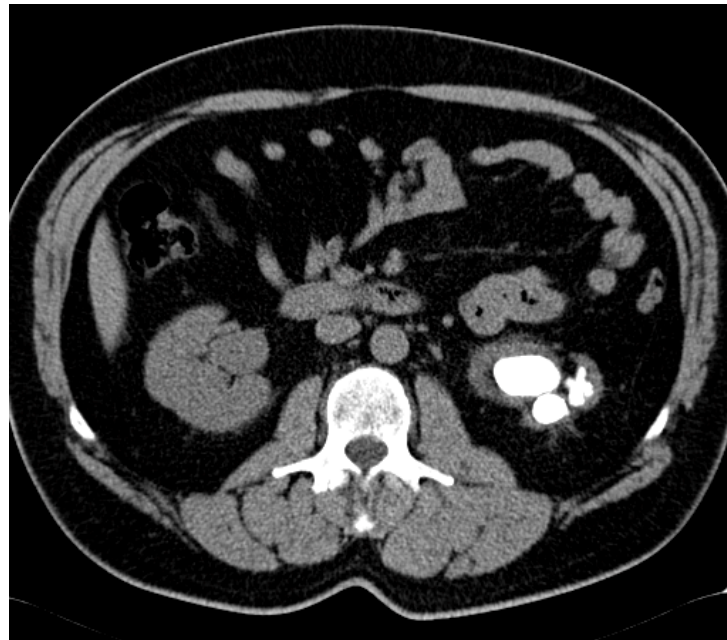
Paciente con anulación de la función renal izquierda. Corte coronal y axial de TAC donde se visualiza un cálculo coraliforme renal izquierdo con ectasia grado II. Ectasia renal derecha grado I por estenosis de la unión pélvico ureteral derecha.
